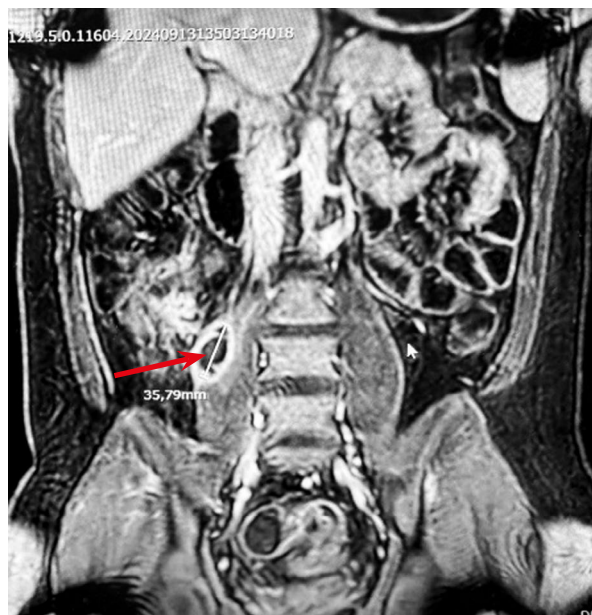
Гидро-магнитно-резонансная томография пациента № 1. Стрелкой маркирован псоас-абсцесс.
